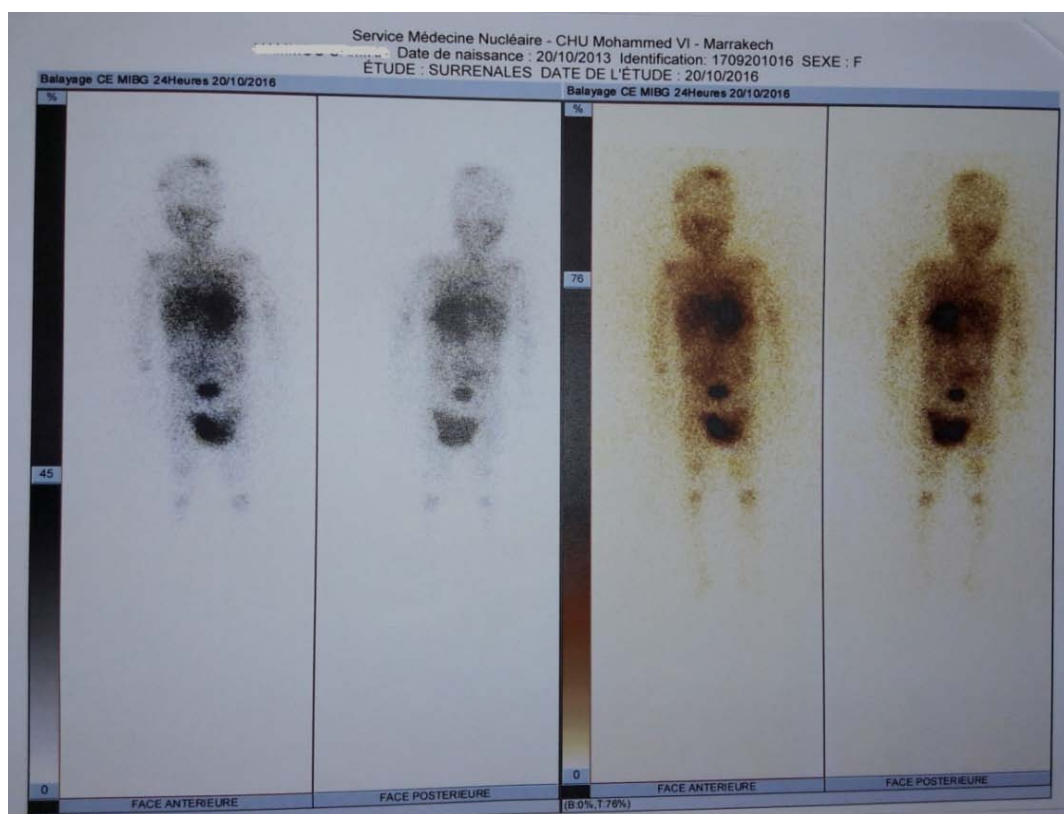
Image scintigraphique montrant un gros foyer au niveau du pôle supérieur du rein gauche et plusieurs foyers au niveau du crâne, diaphyse fémorale droite et diaphyse humérale gauche.
